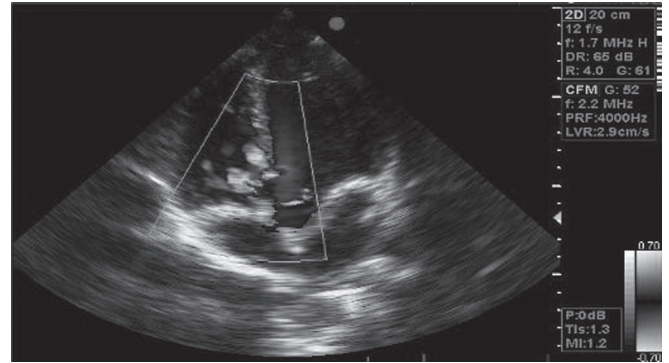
Același pacient. Confirmarea prezenței orificiilor prin Doppler color
